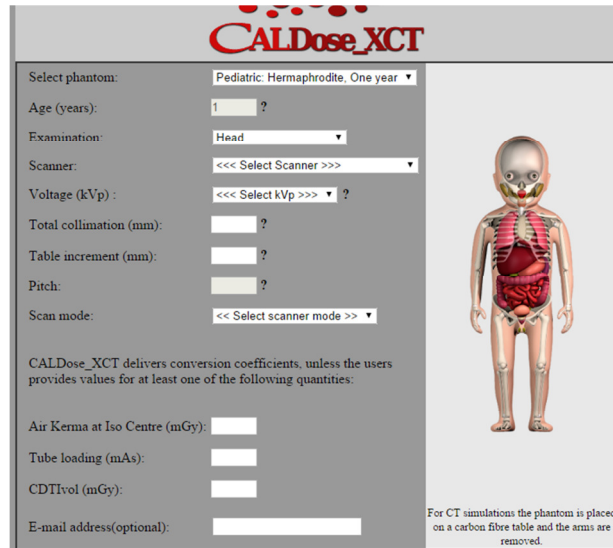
Tela para simulação por Monte Carlo para tomografia Computadorizada do programa Caldose (CALDOSE, 2014).
